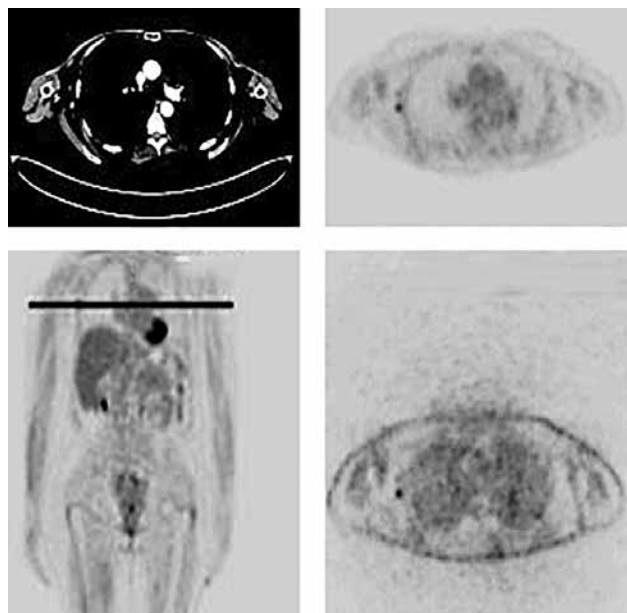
Данные совмещенной с компьютерной томографией позитронно-эмиссионной томографии всего тела пациентки С. с фтордезоксиглюкозой, меченной ^{18}F (июль 2019 г.)
